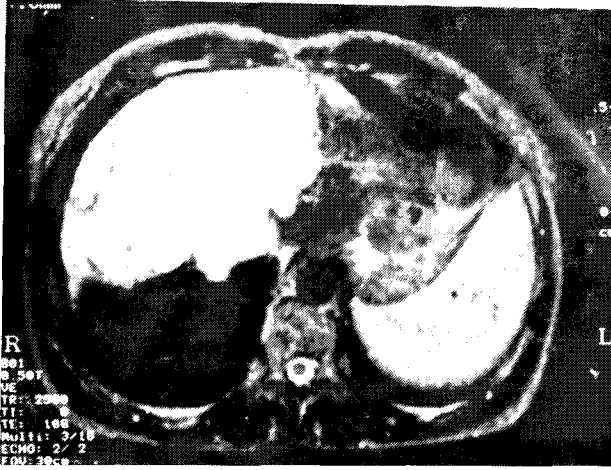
BT'de karaciğer sağ lobunda dev bir hemanjiyom.
